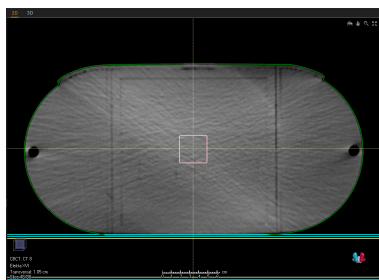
CBCT du fantôme pelvis avec un bolus de 3mm
